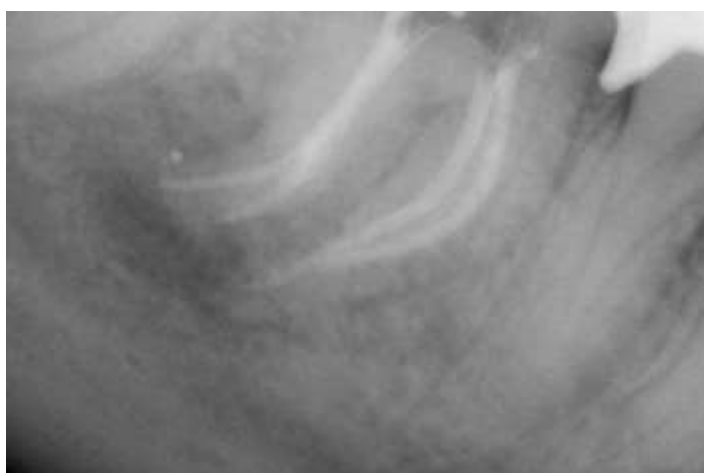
Прицельная рентгенограмма от 20.09.2020 г.
